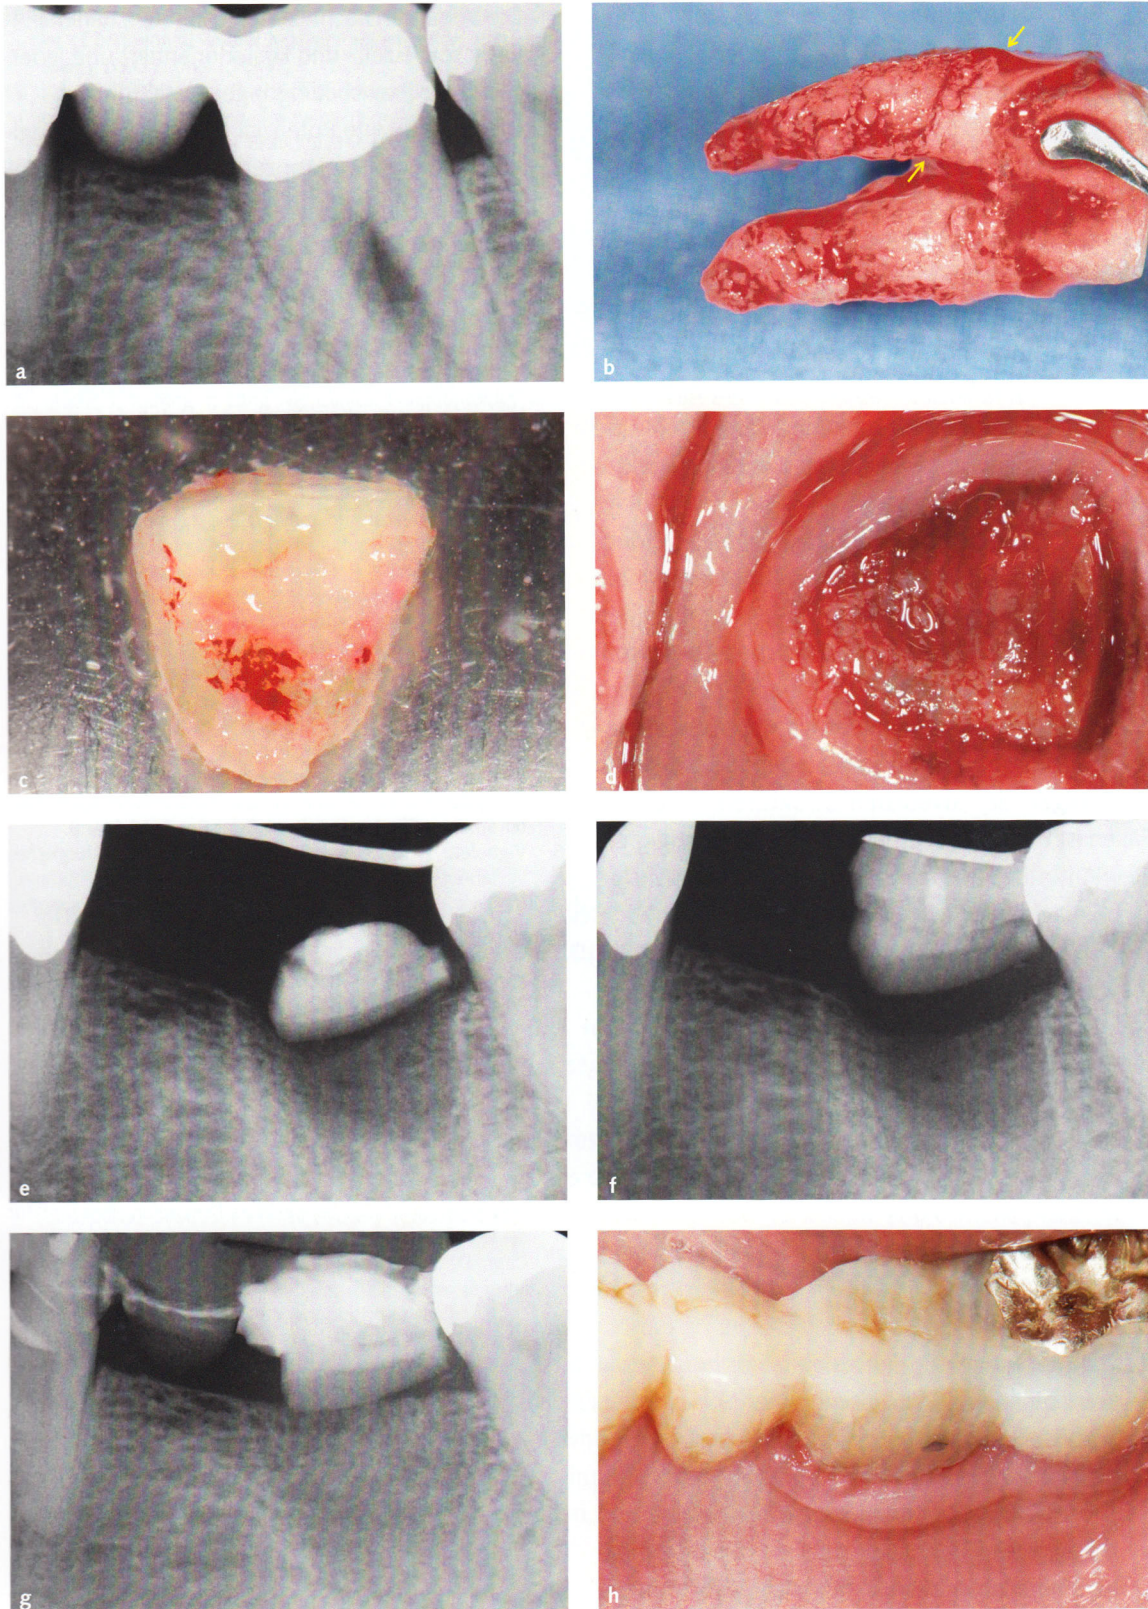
bis l Extrusion und körperliche translative Mesialbewegung eines orthograd replantierten zervikalen Wurzelsegments induzieren eine nachfolgende Bewegung der angewachsenen Gingiva und des alveolären Knochens: (i) periimplantäre Weichgewebestruktur um implantatprothetische Versorgung auf einem einteiligen Aesthura® Immediate Implantat, (j) Röntgenkontrolle nach Eingliederung der Krone, (k) klinisches Ergebnis nach 6 Jahren und (l) Röntgenkontrolle.
